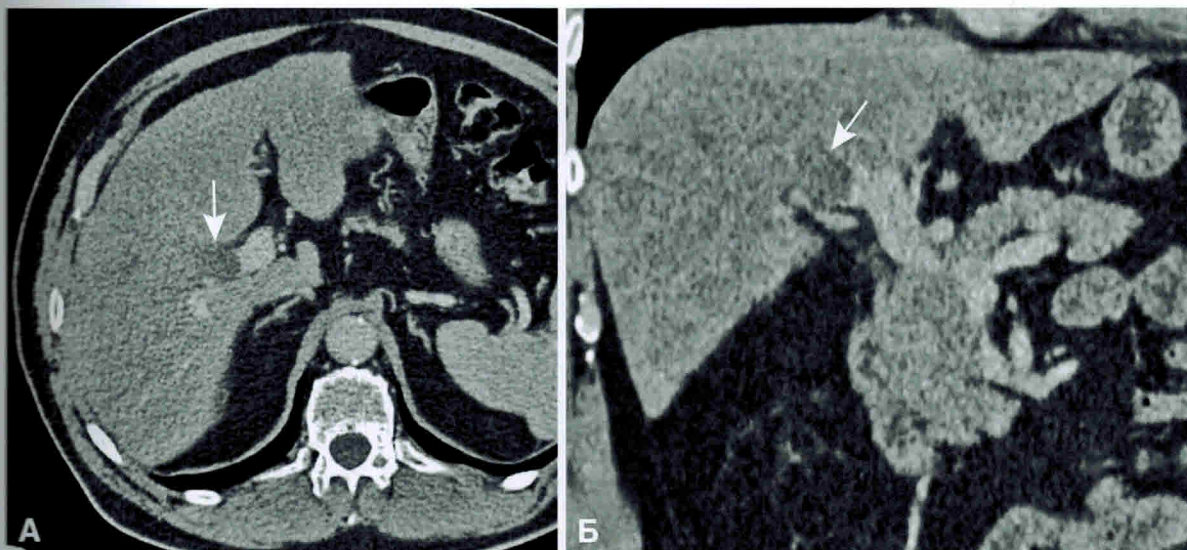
Полный тромбоз воротной вены. Паренхиматозная фаза контрастирования. Фрагменты компьютерных томограмм в аксиальной (А) и фронтальной (Б) проекциях. Дефект контрастирования занимает весь просвет сосуда (стрелки).
